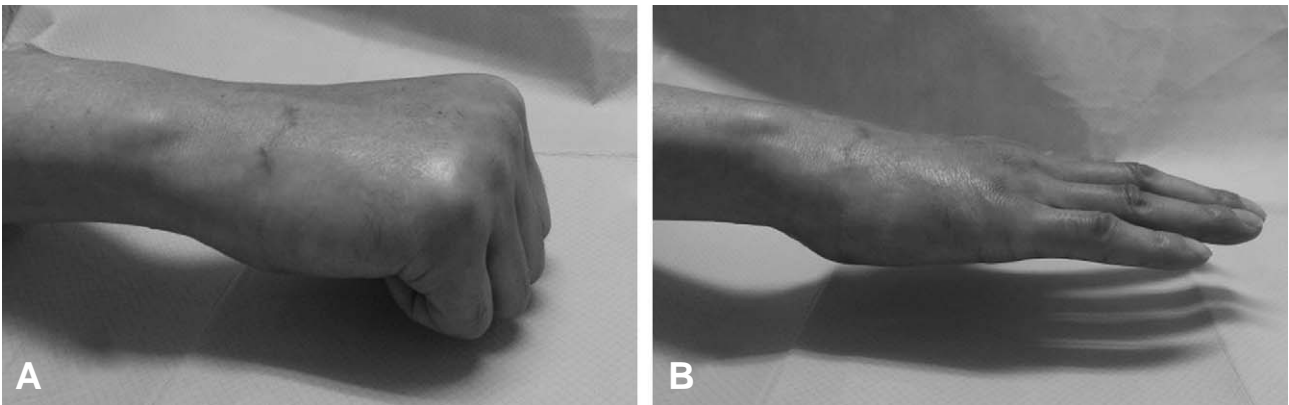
Radiographs show full range of motion at the 3 month follow-up visit (A, B).
